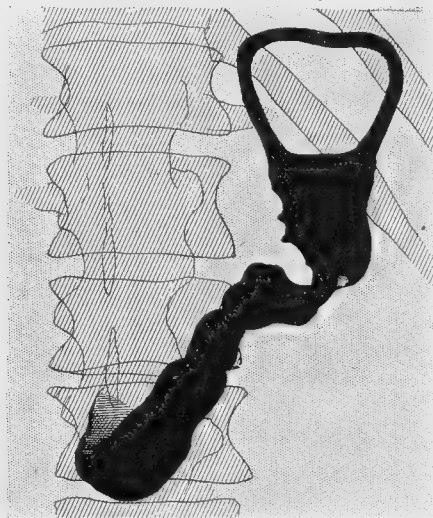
Radiographie de D..., observation VII, image lacunaire de la petite courbure, due aux irrégularités résultant de la suture.
